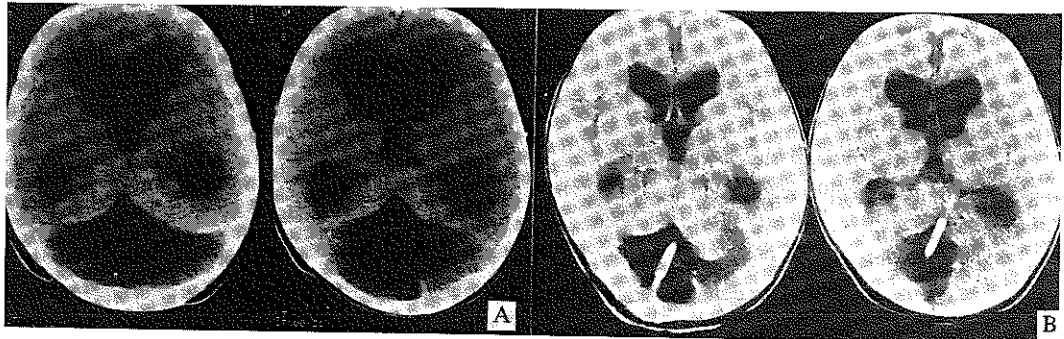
(A) Preoperative CT scan showed infratentorial arachnoid cyst with hydrocephalus.
